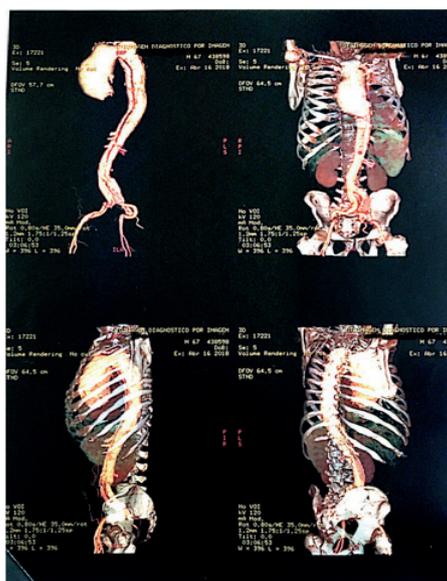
Angiotomografia da aorta e seus ramos
